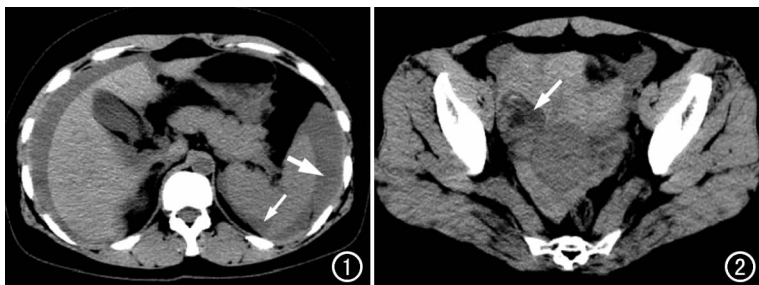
腹部 CT 示脾脏周围积血内可见稍高密度血凝块(粗箭), 即前哨血凝块, 脾脏内侧缘线样低密度阴影(细箭), 即脾脏浅表挫伤。
